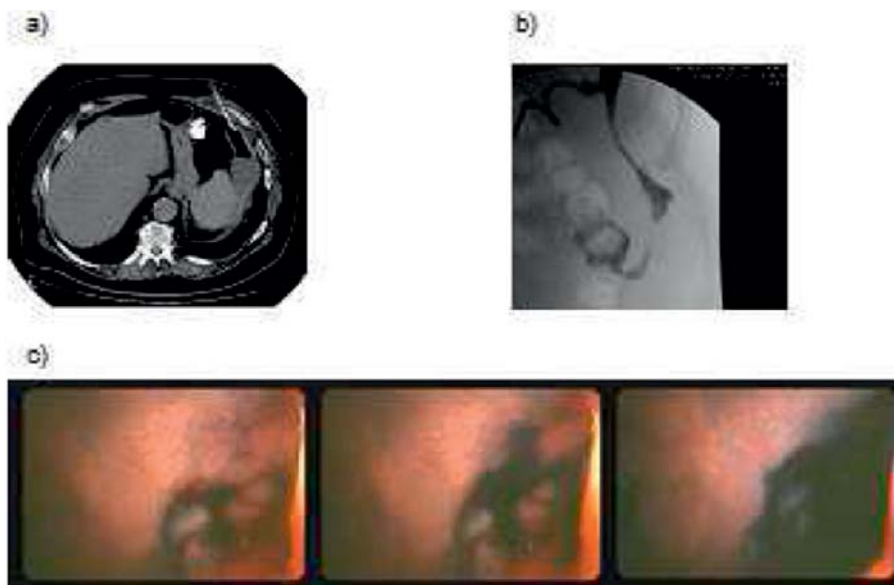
Abszesshöhle im linken Oberbauch gezeigt durch eine Computertomographie a) mit Fistelung in das Colon descendens – Röntgenkontrastmittel-Untersuchung mit Durchleuchtung, b) und Endoskopische Darstellung der Fistelöffnung nach Einspritzen von Farblösung durch die externe Drainage c).
